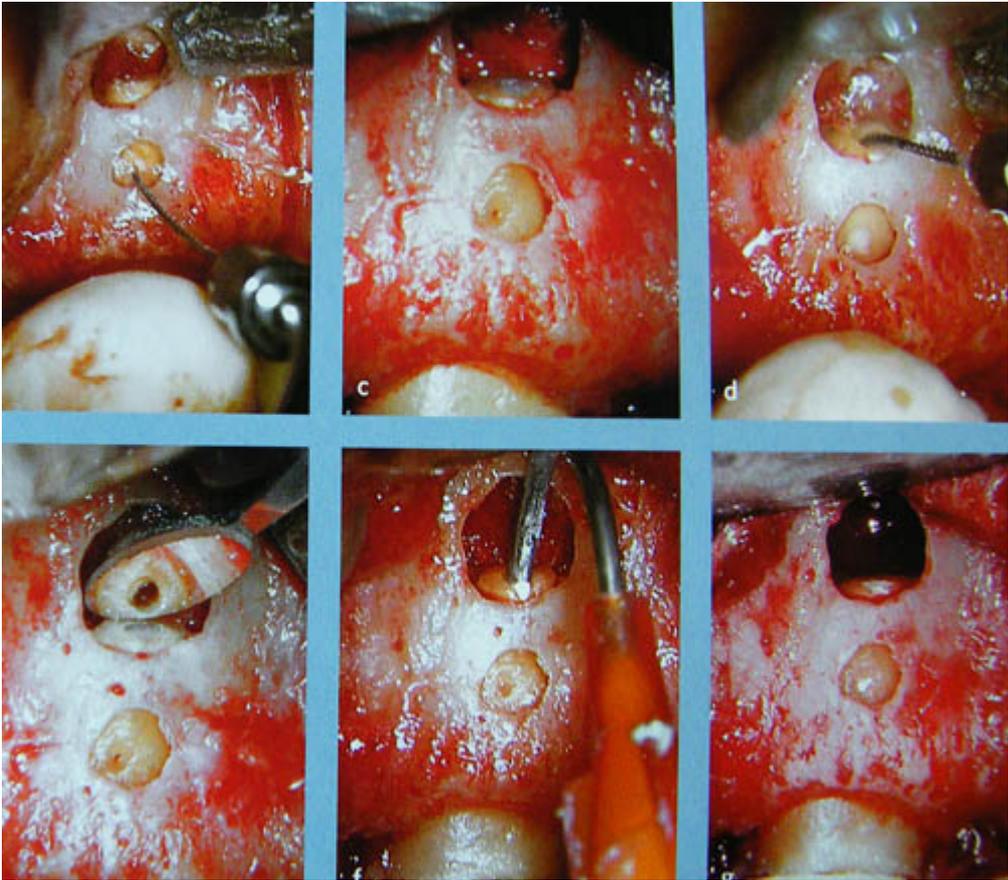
Magnificación campo operatorio periapical
